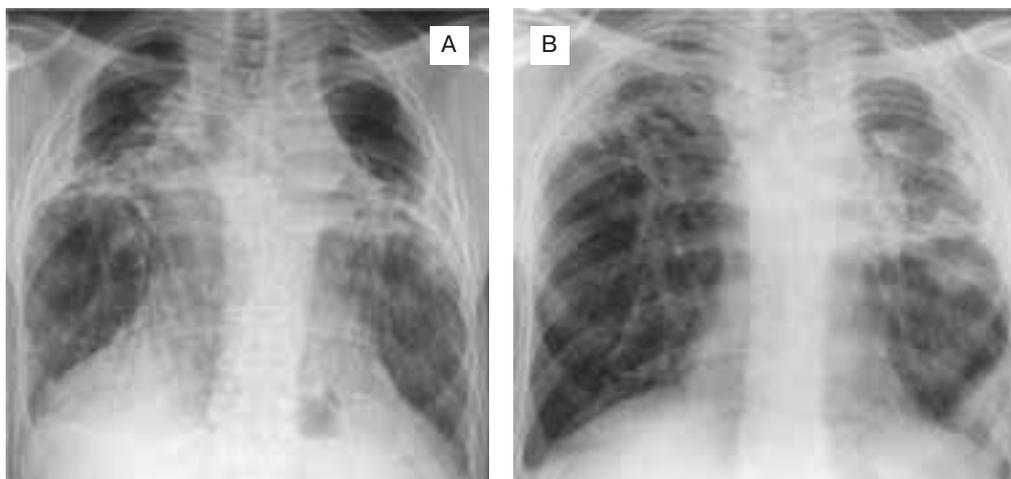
Хронический кавитарный легочный аспергиллез с выраженным прогрессированием: А – с 2007 г.; В – до 2012 г. На рентгенографии легких до 2007 г. (в 1990-х годах) выявлен фиброз верхней доли (без точного диагноза). В левом легком видна большая полость с утолщением плевры, а на снимке 2012 г. дополнительно появились несколько мелких полостей в нижележащих отделах с уменьшением размеров верхней доли левого легкого. В правом легком появилась большая полость с некоторым утолщением плевры. Ни одна полость не содержит «грибкового шара»
